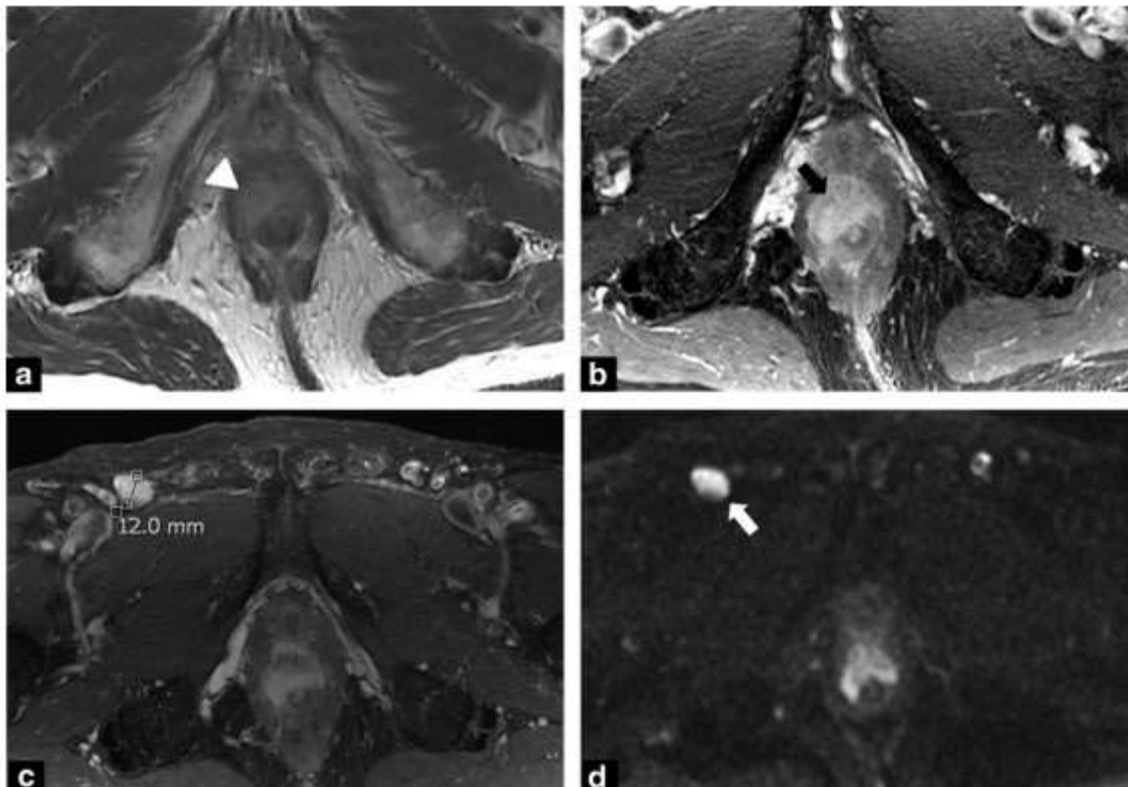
Patiente de 65 ans présentant un carcinome épidermoïde du canal anal. Séquences T2 en axial (a), T1 axial après injection avec saturation de graisse (b, c) et diffusion (d). Mise en évidence d'une lésion du canal anal en hypersignal T2 de 3 cm de grand axe (a : tête de flèche), se rehaussant après injection avec atteinte du sphincter externe (b : flèche noire) : lésion classée T2 en IRM car mesurée à moins de 5 cm. Adénomégalie inguinale droite de 12 mm se rehaussant intensément après injection (c) avec hypersignal en diffusion à b élevé (d : flèche) : stade N2 inguinal unilatéral[118]
